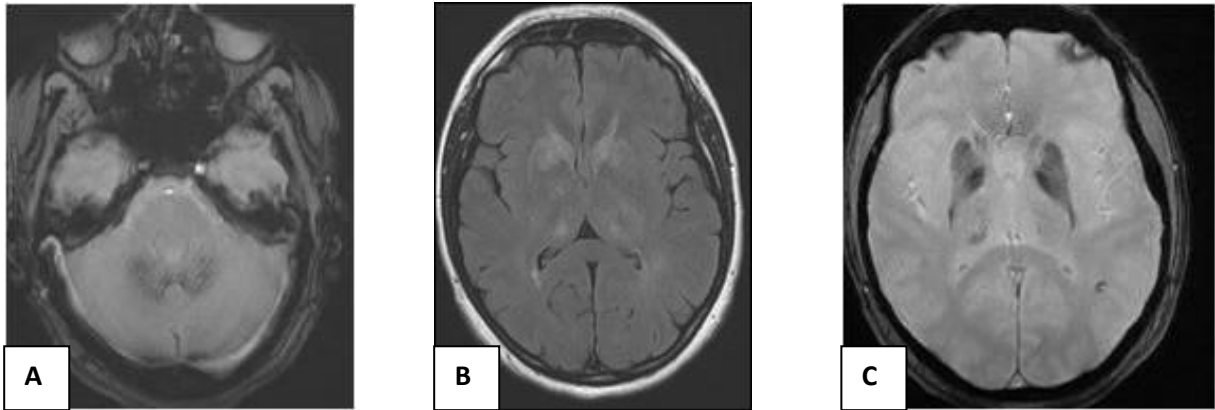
/. IRM montrant des hypersignaux en T1 (B) et hypo signal en T2* en A et C
